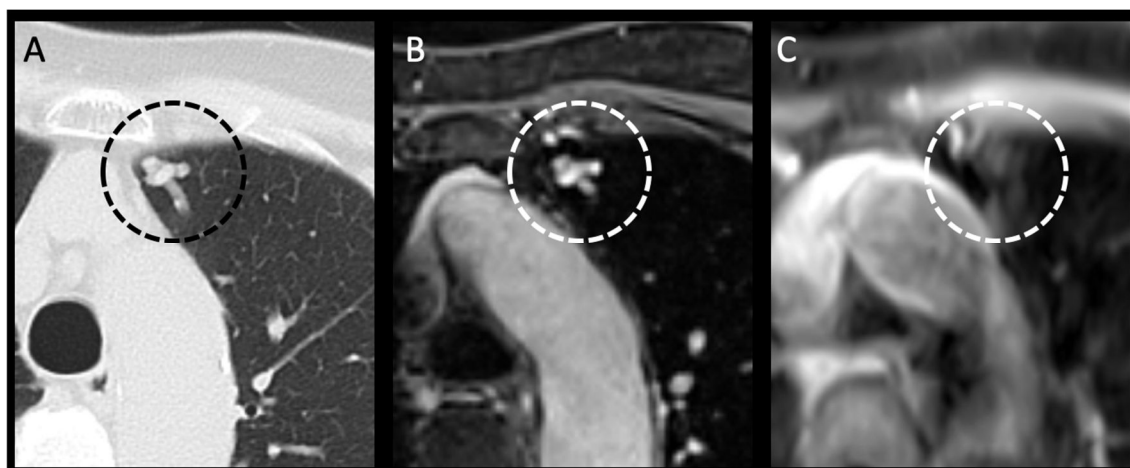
左肺上葉の肺動静脈奇形。A : CT、B : 造影 MRA、C : 非造影 MRA
